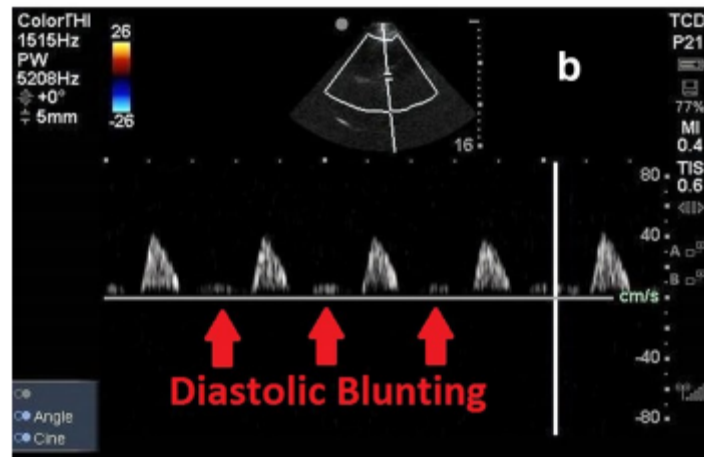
image doppler montrant une augmentation de la pic (32)
